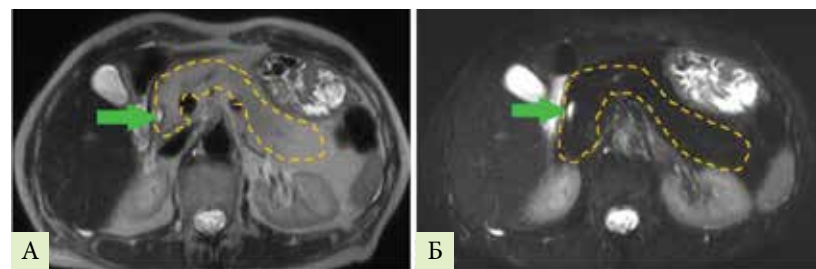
МРТ в аксиальной плоскости: А – T2-взвешенное изображение, Б – T2-взвешенное изображение с подавлением сигнала от жировой ткани, венозная фаза контрастирования. Поджелудочная железа представлена тотальным липоматозом, ориентировочные контуры железы обведены оранжевой пунктирной линией. Зеленой стрелкой обозначена интрапанкреатическая часть общего желчного протока
